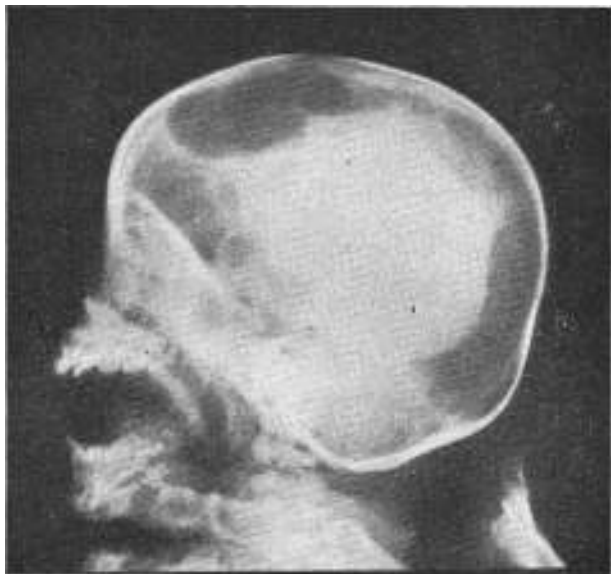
Radiografía en posición lateral previa evacuación del hematoma y relleno con aire. Caso Nº 8 del cuadro Nº 1. Se puede ver como el hematoma rodeaba casi todo el hemisferio.
